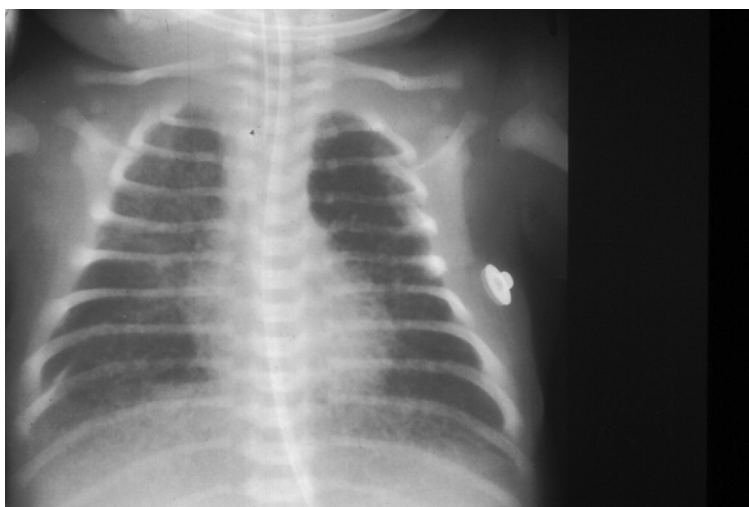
Radiographie pulmonaire : pneumopathie candidosique.
